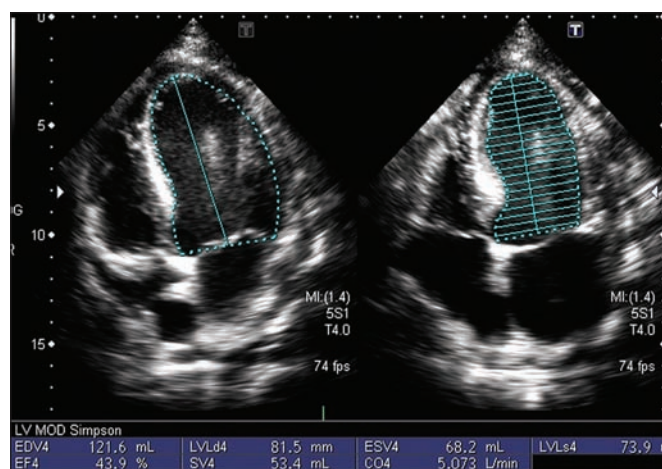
Cálculo da fração de ejeção do ventrículo esquerdo pelo ecocardiograma bidimensional utilizando o método de Simpson, em paciente pós-quimioterapia, mostrando disfunção sistólica discreta. Fração de ejeção = 0,43 (valores normais acima de 0,55).
